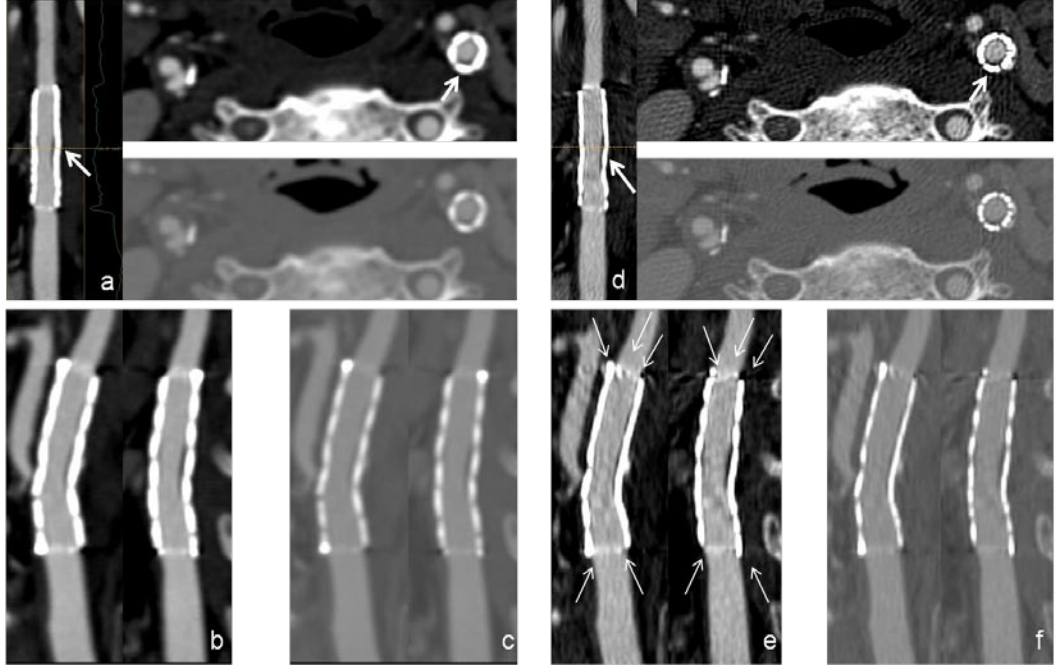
Wallstent'e (Boston Scientific İrlanda Ltd., Galway, İrlanda) "blooming" etkisinin gösterildiği MPR görüntüleri. Gözlemciler tarafından yapılan görüntü analizi değerlendirilmesi bu etki nedeniyle "3 puan" (kısmen değerlendirilebilir, iyi, artefakt düzeyi en düşük, tanısal açıdan yeterli) olarak yapılmıştır. İki farklı filtre üzerinden oluşturulan MPR görüntüleri iki farklı pencereleme seçeneği ile gösterilmiştir. (a) Stentin en dar olduğu yer düzeltilmiş eğimli reformat görüntüde işaretlenmiş olup bu düzeyde geçen aksiyel kesitlerle birlikte gösterilmiştir (beyaz ok başları). Stent ile damar lümeni arasında itilmiş olarak izlenen kalsifiye plak aksiyel kesitlerde özellikle kemik pencereleme ile daha iyi seçilmektedir (ince beyaz oklar). (b-f) Uzaysal algılamayı arttırmak için oluşturulan sırasıyla sagittal ve koronal reformat görüntülerde stent alaşımının neden olduğu "blooming" artefaktı "standart" filtrede net olarak izlenmektedir. Ultrasonografide stent-içi darlık saptanmayan olguda darlık olmadığı özellikle koronal görüntüde ve "bone" filtreden oluşturulmuş görüntülerde daha net olarak izlenmektedir. Kemik pencerelemede stent komşuluğunda izlenen kalsifikasyon seçilebilirken stent lümeni değerlendirilmesi güçleşmektedir.
